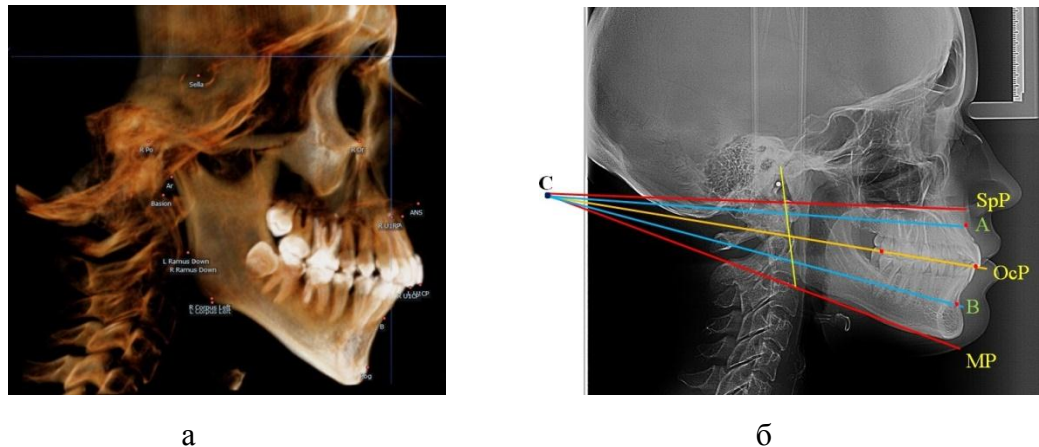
Основные ориентиры (а) для построения линий и плоскостей на боковых телерентгенограммах (б) для исследования гнатической части лица
